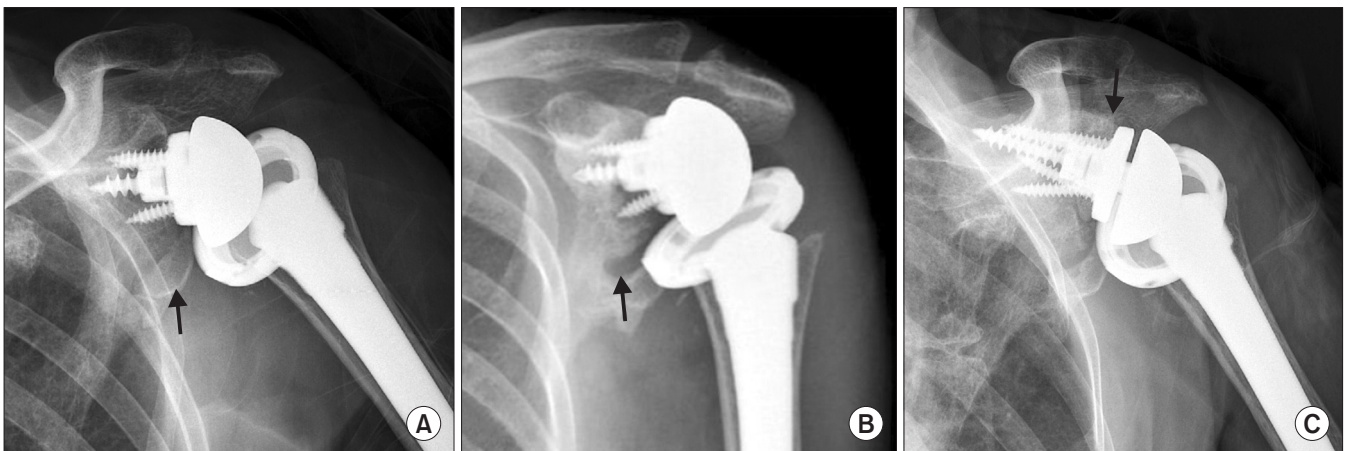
Postoperative complication of glenosphere loosening. At postoperative 4 months, an 83-year-old female patient suffered from progressive shoulder pain. X-ray showed progressive loosening of glenosphere at postoperative 1 month (A) and 3 months (B) and revision surgery with inferior tilted glenosphere and glenoid bone graft (C). The arrows of each figure indicated progressive loosening of the glenosphere (A, B) and the inserted bone graft of the the glenoid defect (C).
